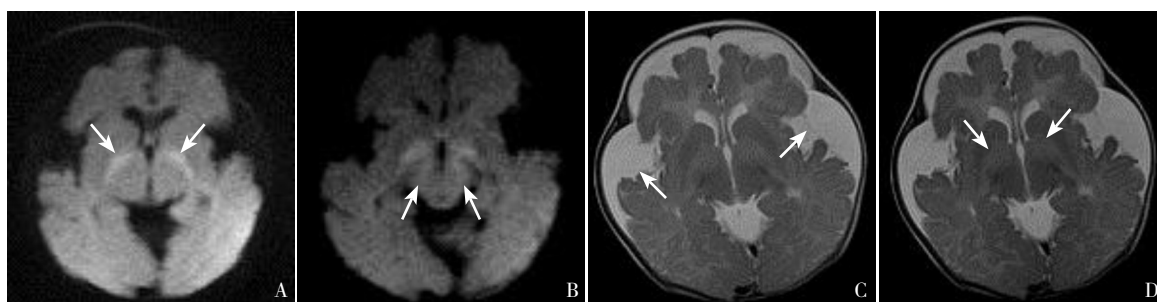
病例1头颅MRI结果 A:横断位DW序列上双侧苍白球呈对称性高信号影(箭头所示);B:横断位DW序列上双侧大脑脚可见对称性高信号影(箭头所示);C:横断位T2WI上双侧额颞部蛛网膜下腔增宽(箭头所示);D:横断位T2WI上双侧苍白球对称性高信号影(箭头所示)。
